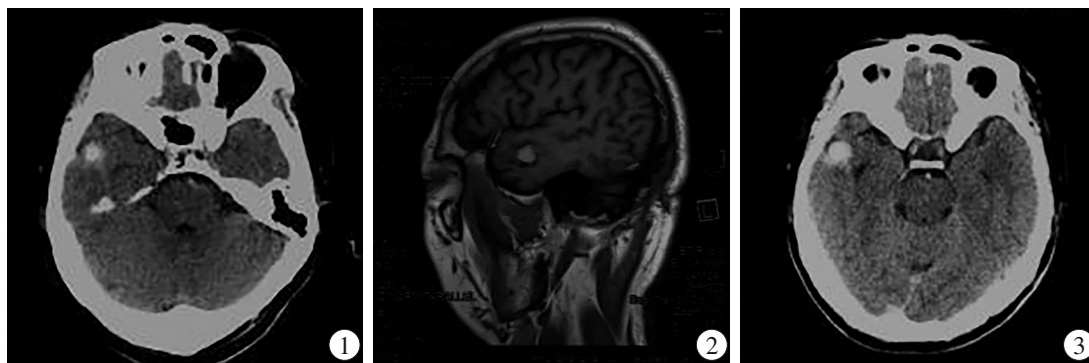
损伤当日头颅CT片;图2 损伤当年2月28日头颅MRI片;图3 损伤当年4月12日头颅CT片。
